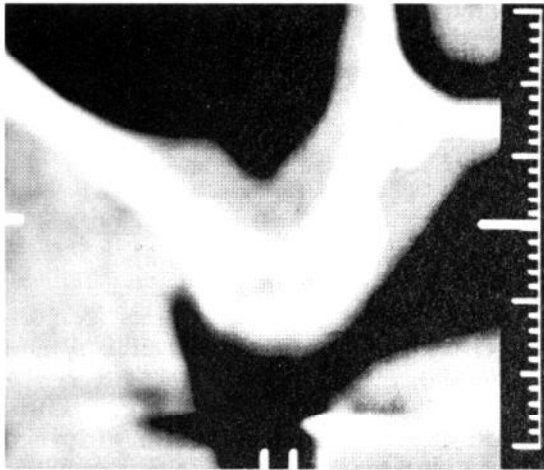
Dentascan CT: 5 mm residual bone width on 1.6 site.
